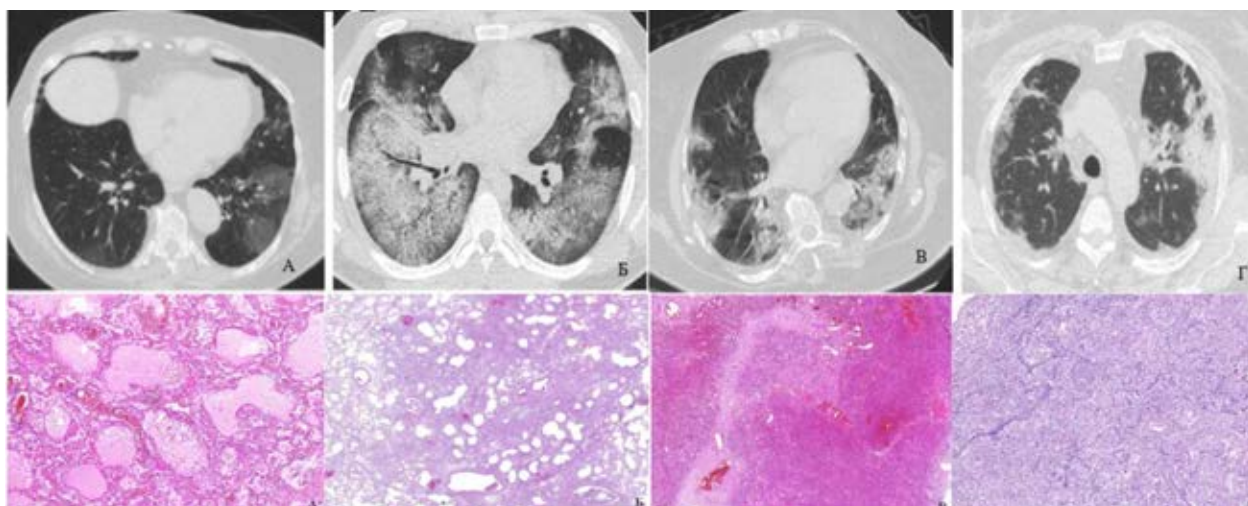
А – КТ-симптом «матового стекла», Б-симптом «булыжной мостовой», В-симптом консолидации, Г-паттерн организуемой пневмонии (перилобулярные уплотнения паренхимы, симптом «обратного ободка»)
